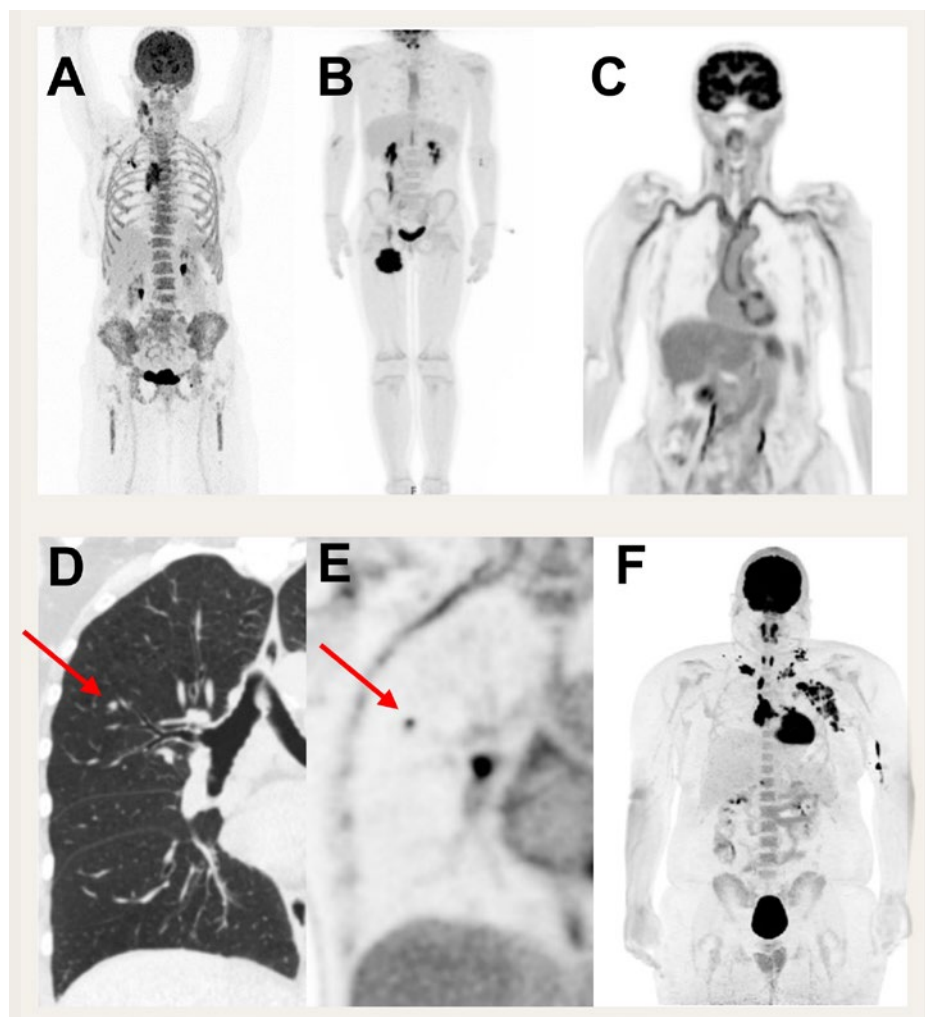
La sensibilité élevée de la TEP corps entier permet d'une part de réduire le temps d'acquisition et la radioactivité injectée, et d'autre part d'améliorer considérablement la qualité d'image. A) En cas d'injection de doses standards, des temps d'acquisition ultracourts sont possibles; sur la figure, 30 secondes de temps d'acquisition total chez un patient atteint d'un lymphome à cellules B. B) Alternativement, une réduction substantielle de la dose injectée est possible, par ex. pour des problématiques pédiatriques; dans l'exemple, fillette de 7 ans atteinte d'une tumeur à cellules fusiformes à la cuisse droite, 1 MBq de $[^{18}\text{F}]\text{FDG}/\text{kg}$ de poids corporel, dose de TEP de 1,4 mSv. Excellente résolution des petites structures; dans l'exemple, visualisation des parois vasculaires dans le cadre d'une vascularite des gros vaisseaux touchant les artères supra-aortiques (C), ainsi que d'un foyer rond pulmonaire métastatique de 4 mm (D et E, ganglion lymphatique hilair représenté) – possibilité d'imagerie dynamique du corps entier avec représentation de la cinétique du radiotracer (F). Le taux de métabolisation du glucose (MRGluc), calculé à partir de clichés dynamiques, permet un meilleur contraste des lésions tumorales par rapport à une acquisition statique. FDG: fluorodésoxyglucose; TEP: tomographie par émission de positons.
